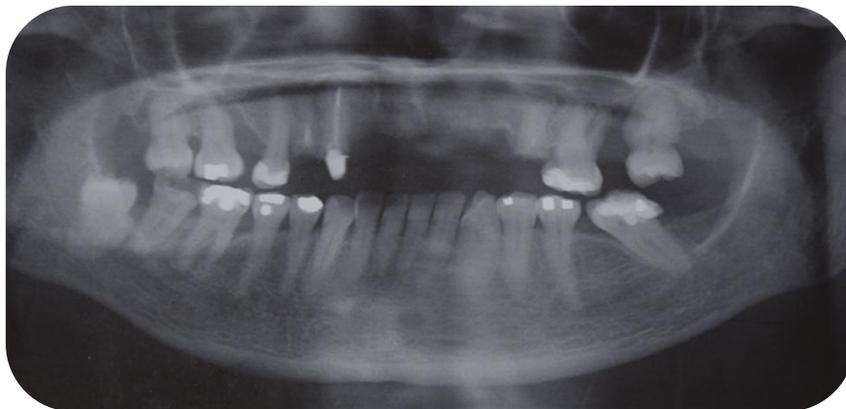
Radiografía Inicial.^{fd}
